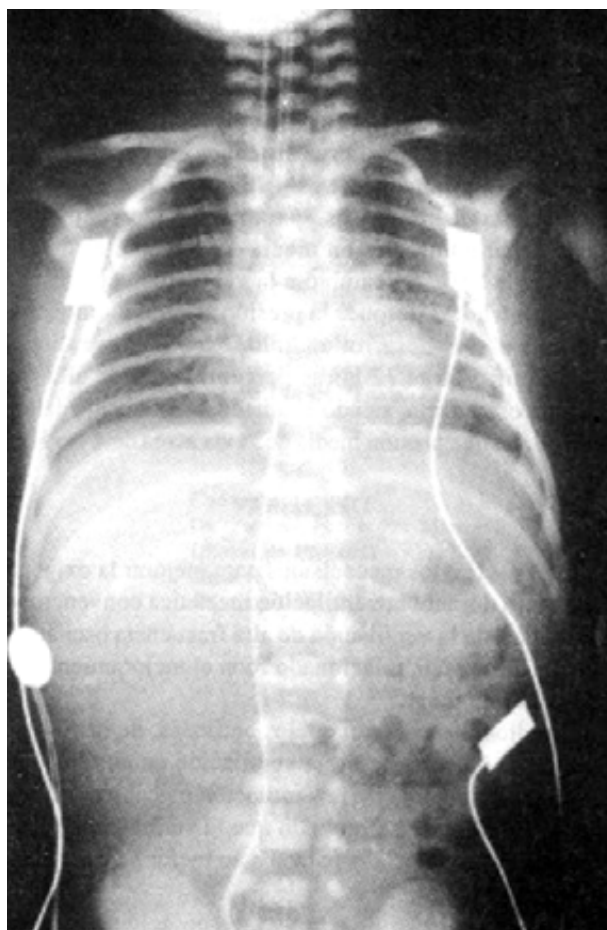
Radiografía de tórax a las 36 horas de vida, 24 horas después de iniciar la ventilación de alta frecuencia oscilatoria.
